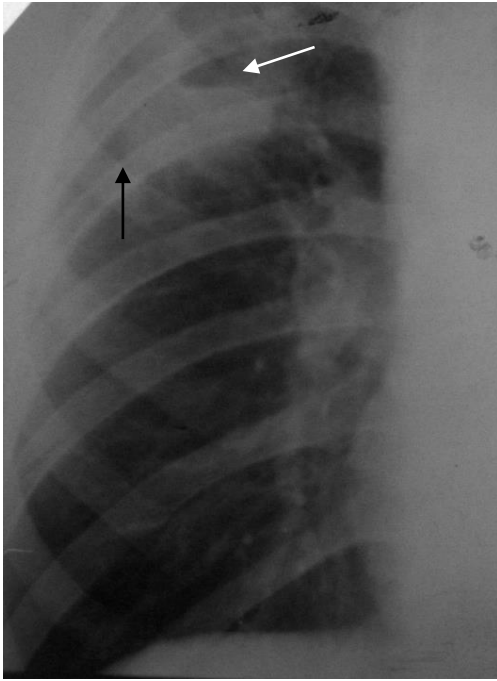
Прицельная рентгенограмма грудной клетки в прямой проекции. Справа в области I–II межреберий ограниченная неоднородная тень с нечеткими контурами (черная стрелка) и просветлением с горизонтальным уровнем (белая стрелка). Острый абсцесс правого легкого
